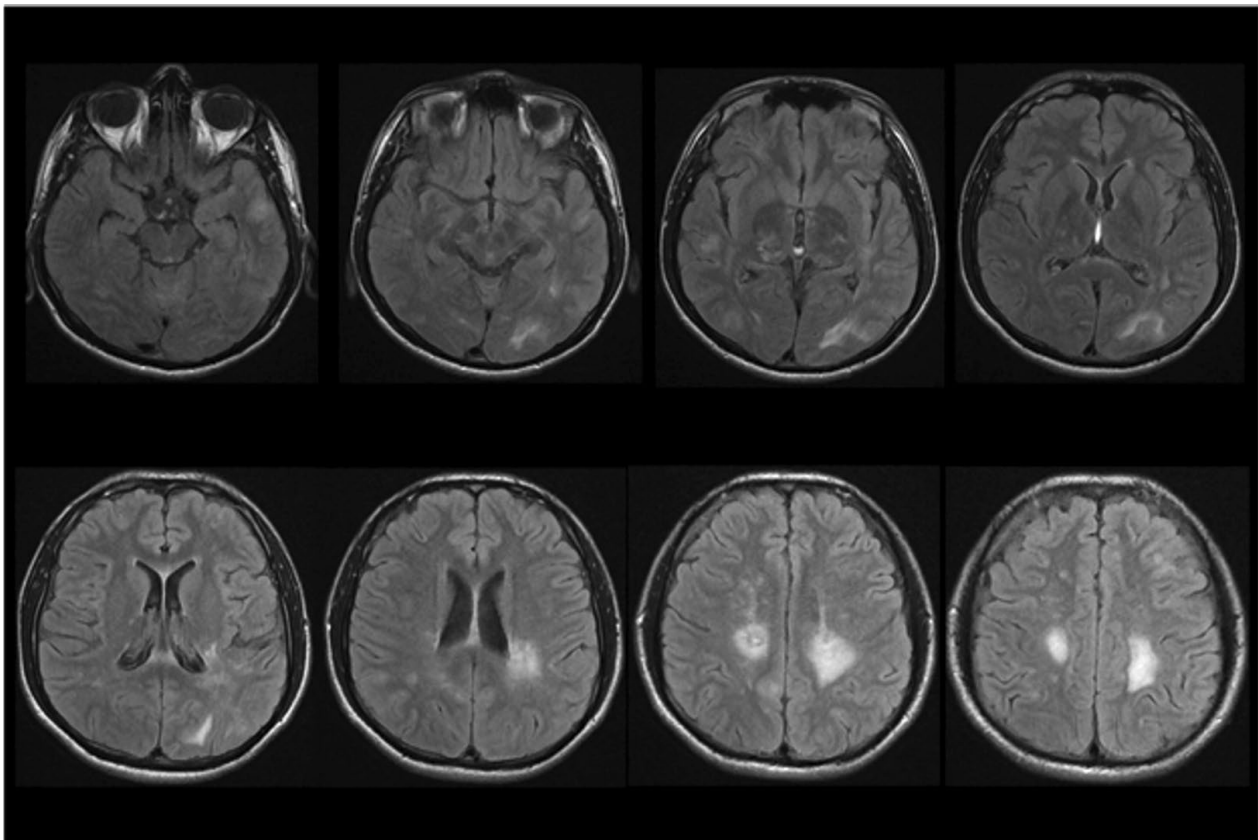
RM T2 Flair con lesiones hiperintensas de la sustancia blanca profunda a nivel supratentorial. Primera semana posterior a la admisión.
